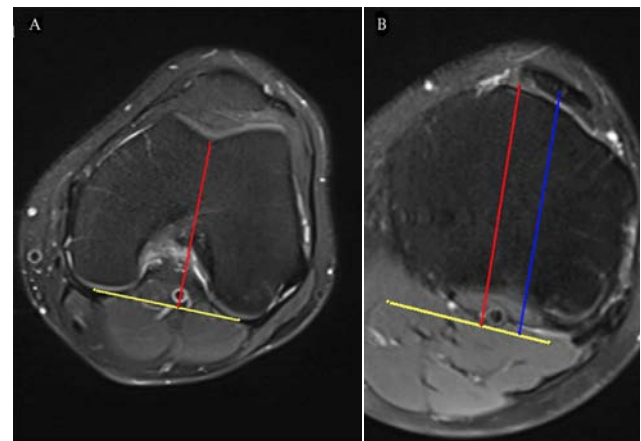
Measurement of TT-TGd on axial MR images of the knee. A) The red line is the perpendicular line from the posterior condylar tangent line (yellow line) extending to the deepest point of the TG. B) The blue line is the parallel line at the level of insertion of the patellar tendon onto the TT. The distance between these two lines is defined as TT-TGd
